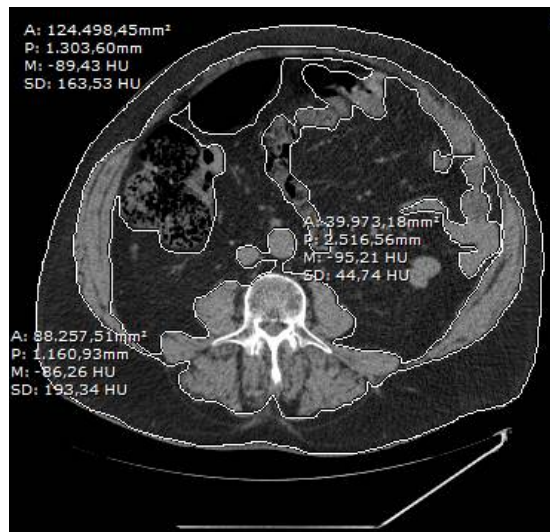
Ejemplo de separación de grasa subcutánea, musculo y grasa visceral en una imagen de TAC abdominal a la altura del ombligo.
